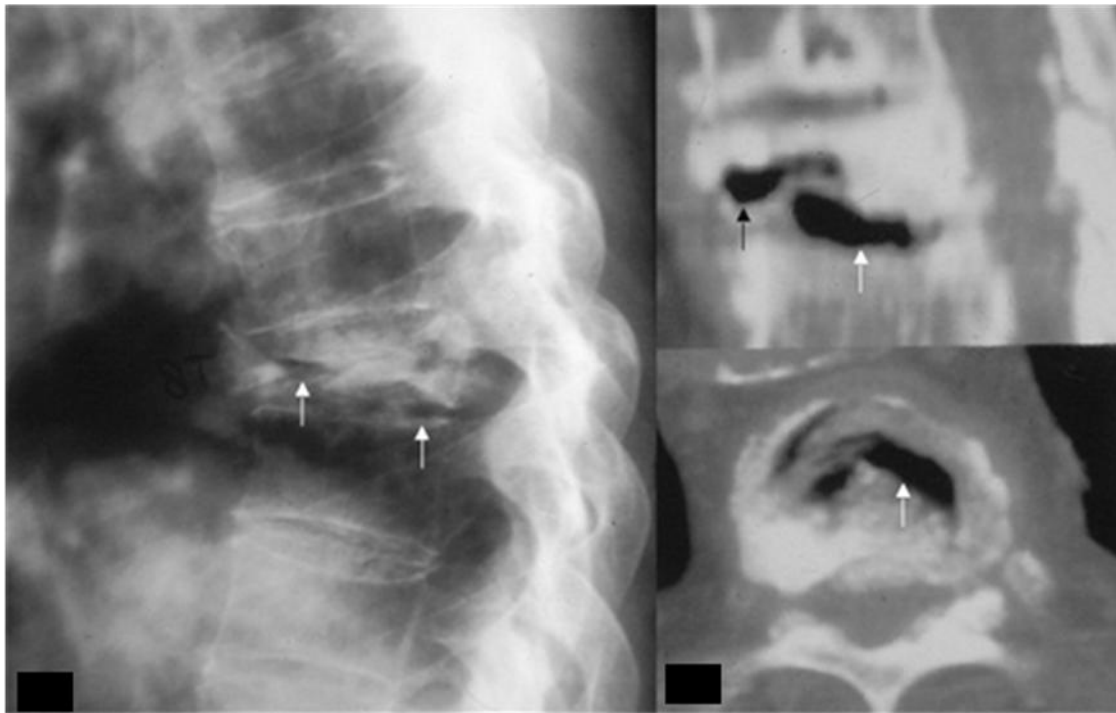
56. Colapso vertebral benigno de localización dorsal bajo, hay gas dentro del cuerpos de la vértebra y disco intervertebral (flechas). Paciente con osteoporosis y degeneración del disco intervertebral. A la derecha reconstrucción sagital de TC y corte axial que demuestran mejor las colecciones de gas. Los pedículos no están afectados.
